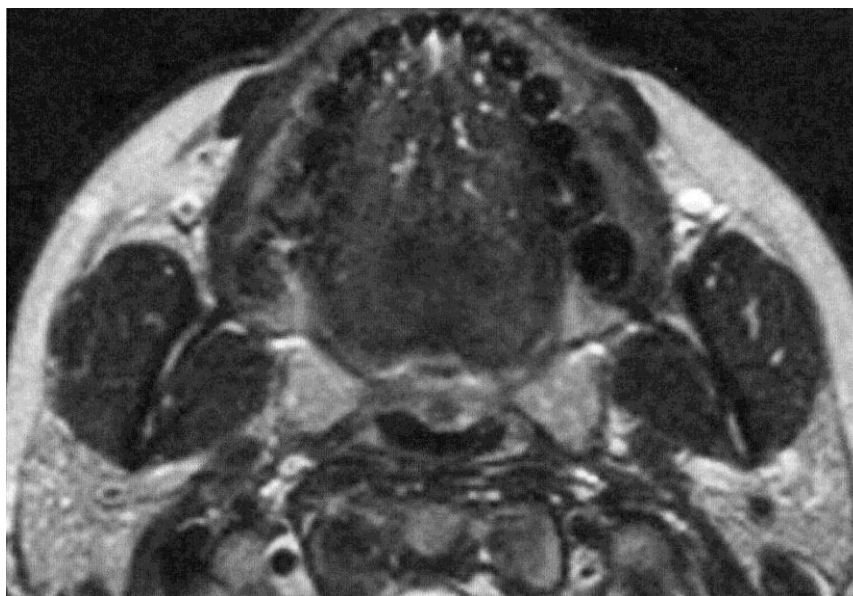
Σε MRI άνω γνάθου διακρίνεται στο δεξιό ημιμόριο οδοντογναθική κύστη η οποία καταλαμβάνει το οστό από την περιοχή του προγόμφιο και πίσω.
